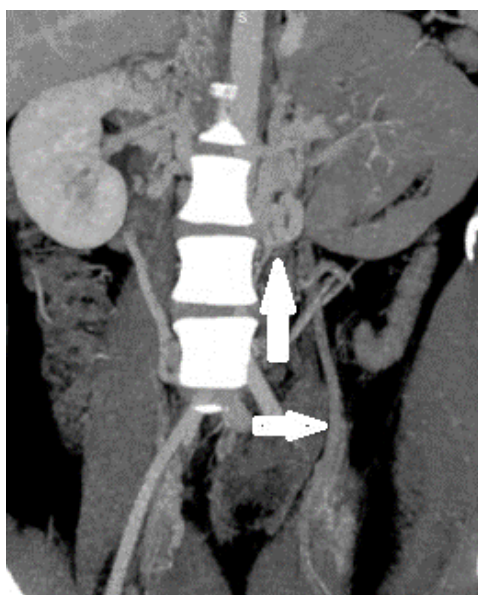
КТ-флебограмма: варикозно-расширенные паравертебральные вены справа и слева от позвоночника (указано стрелками) и левая яичниковая вена (указана стрелкой)
